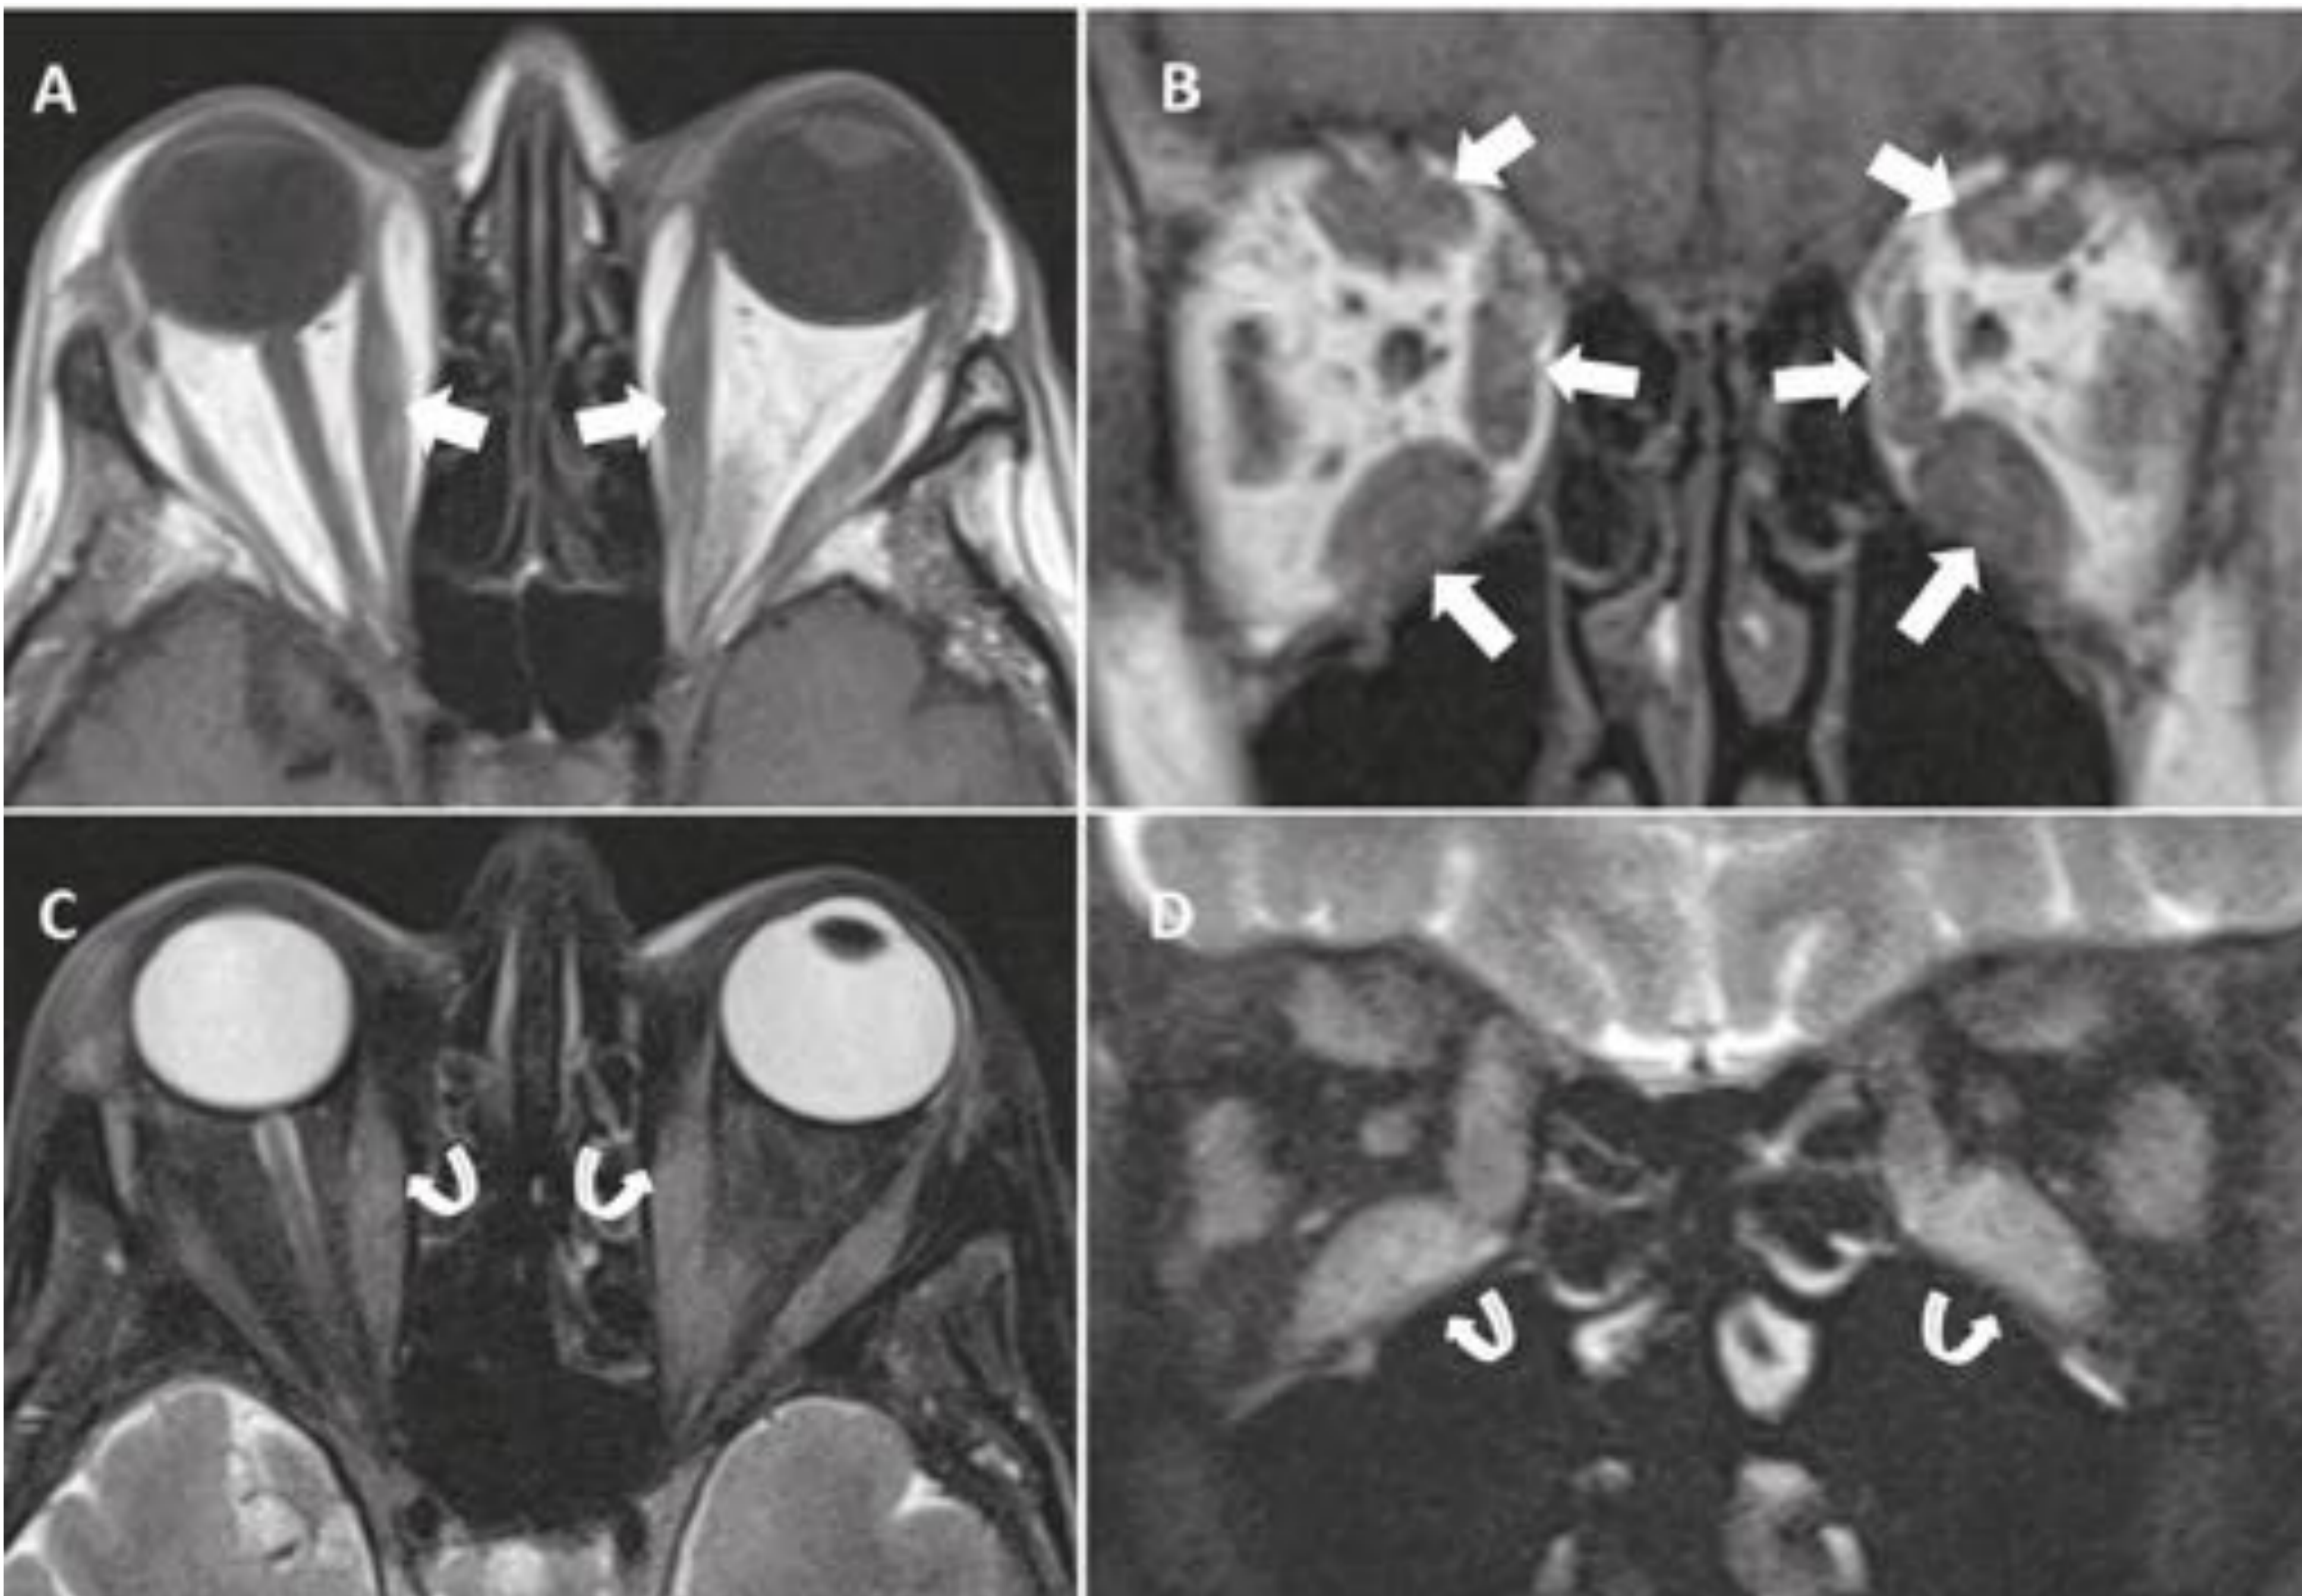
Valoración de la actividad de la orbitopatía tiroidea mediante RM. Imágenes de RM de un paciente con orbitopatía tiroidea, secuencias axial (A) y coronal (B) T1 sin saturación grasa y, axial (C) y coronal (D) T2 con saturación grasa. Moderado engrosamiento de la musculatura extrínseca ocular que afecta sobre todo a los músculos rectos inferiores y mediales y, en menor medida a los superiores. Los músculos afectados conservan su intensidad de señal en T1 (flechas). En T2, los músculos rectos mediales e inferiores muestran una elevada hiperseñal (flechas curvas) lo que sugiere actividad.
